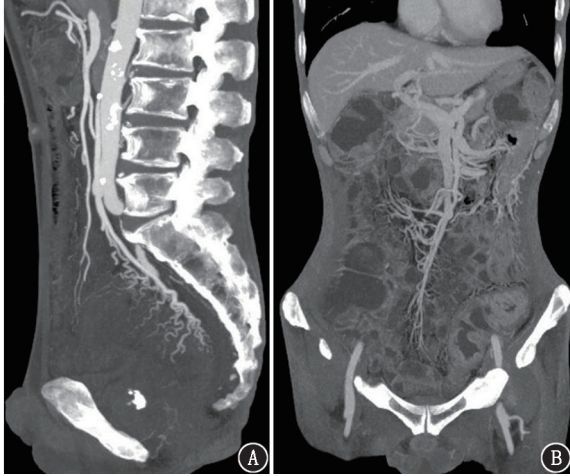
肠道病变患者(男,60 岁)增强 CT 血管重建图。可见病变肠段系膜侧多发迂曲的小血管影(A),多发侧支循环汇入脾静脉及肠系膜上静脉,肠系膜上静脉增宽(B)
